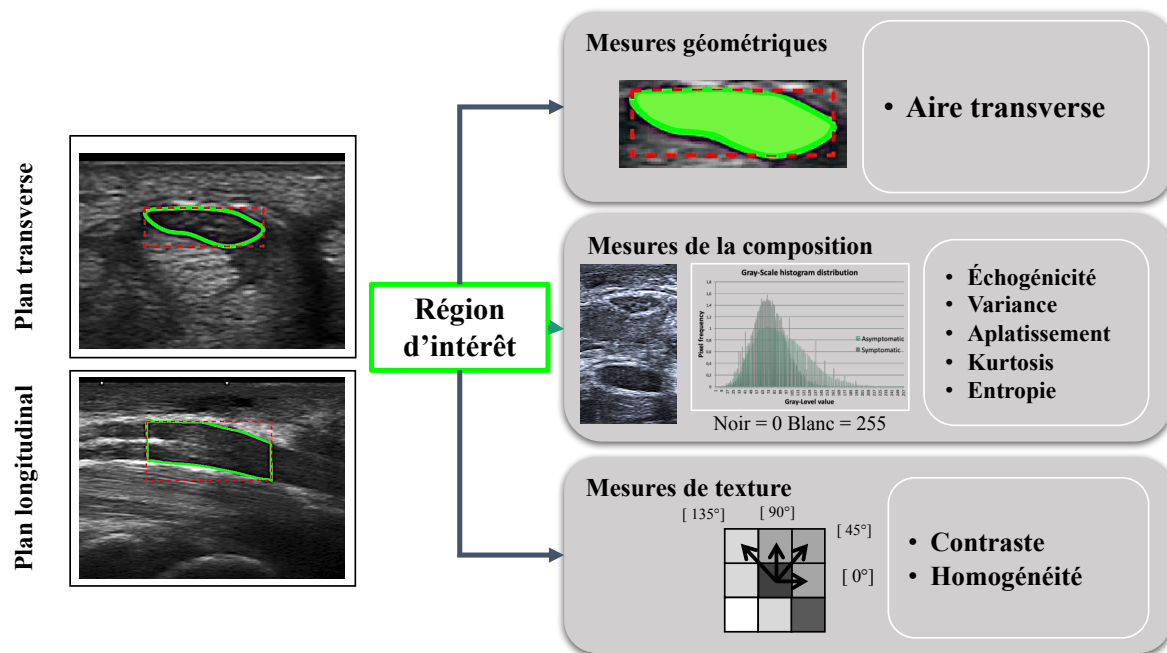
Analyses des images statiques du nerf médian par ultrasonographie incluant les mesures géométriques, les mesures de la composition et de texture
